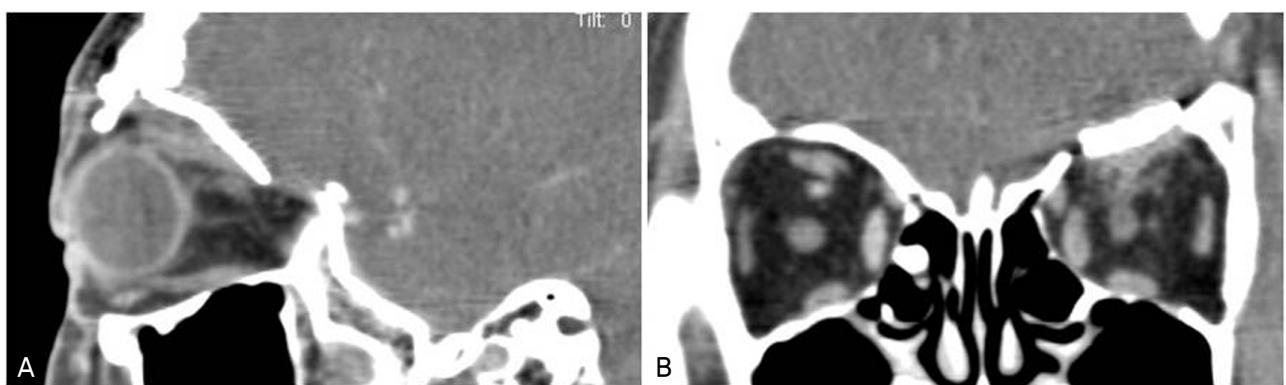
A and B. Six months after the tumor was removed, CT scan with enhancement was obtained. There is no evidence of tumor remnant or tumor recurrence.
